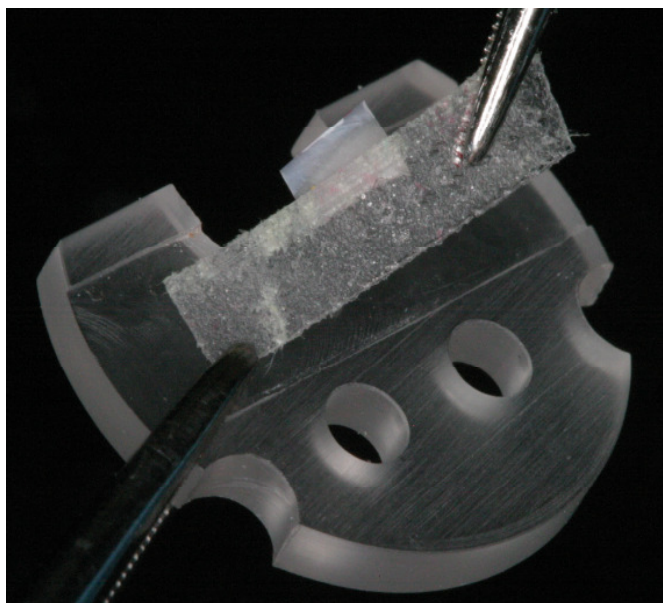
TMR-Probenhalter mit Dünnschliff (Rieben). Anfertigung der Mikroradiogramme wurde ein hochauflösender, holographischer Spezialfilm (high speed holographic film; Kodak SO 253, Stuttgart, Deutschland) verwendet. Dieser wurde unter Lichtausschluss auf eine Filmrolle aufgezogen, von der man die Filmrollen bestücken konnte, die in das Kameragehäuse eingelegt wurden. Der Probenhalter mit der Dentinprobe wurde in den Probenträgerhalter des Aluminiumschlittens gesetzt und dieser bis zum Anschlag in das Kameragehäuse geschoben. Die Anordnung der Probe erfolgte somit unter Kontakt parallel zum Film. Der Aluminiumschlitten konnte bei geschlossenem Kameragehäuse mit eingelegtem Film entnommen und die Probe gewechselt werden. Der Aluminiumschlitten befand sich rechts neben einer Aluminiumeichtreppe, die auf Filmhöhe montiert war. Diese Eichtreppe diente der Kalibrierung des Computers für die Auswertung der mikroradiografischen Filme.
